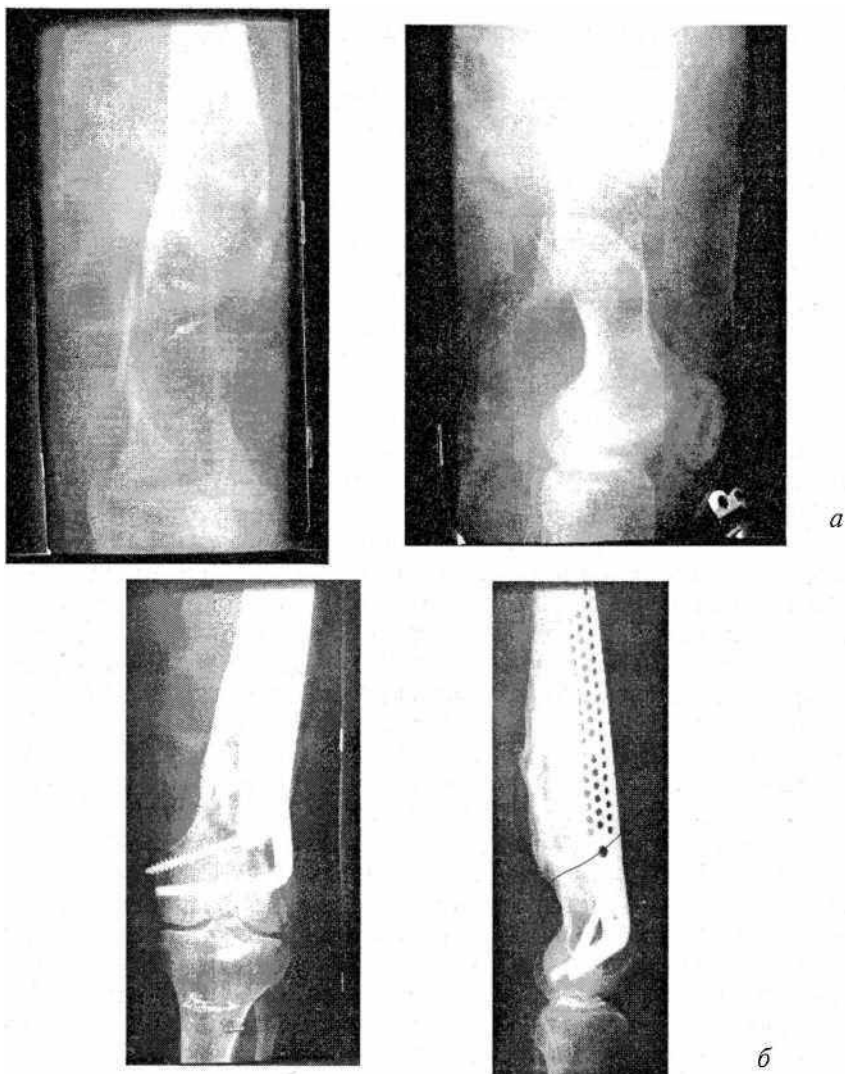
Рентгенограммы нижней трети бедренной кости:
